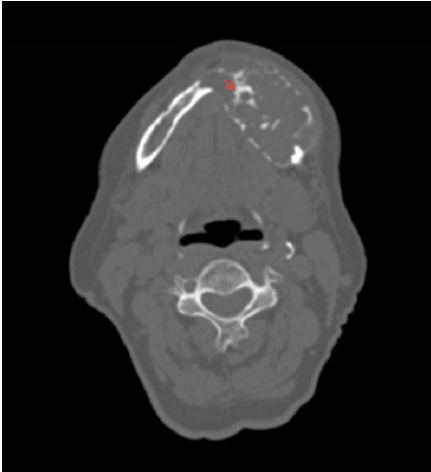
Axial bone CT shows expansion of the left horizontal branch of the mandible, with cortical thinning and disruption in both buccal and lingual sides. Thick septa between the lesion loculations are also evident (arrow).
